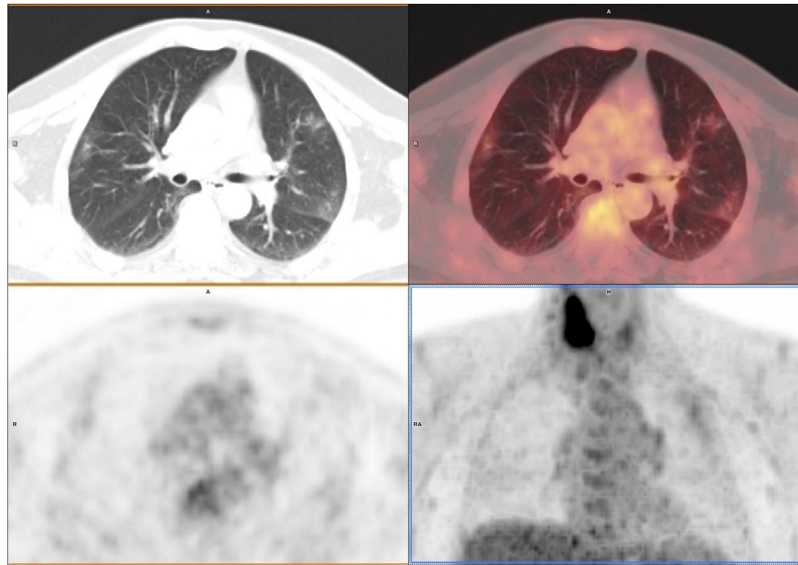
Corte axial de TC, PET/TC, PET e imagen MIP del paciente varón de 63 años, que se realiza el estudio por sospecha de recidiva de cáncer de laringe. Se observan varias áreas con densidad en vidrio deslustrado con captación de FDG. En la imagen MIP se observa también una lesión en tiroides. Se ingresó para estudio. Se realizó PCR que resultó positiva, reinterrogado el paciente solo refería leve hipoxemia y ageusia. El día posterior del estudio se realizó analítica que mostró linfopenia, aumento de proteína C reactiva y de dímero-D. No presentó tos, fiebre ni síntomas gastrointestinales y fue dado de alta tras 3 días de ingreso recomendándose aislamiento domiciliario.
